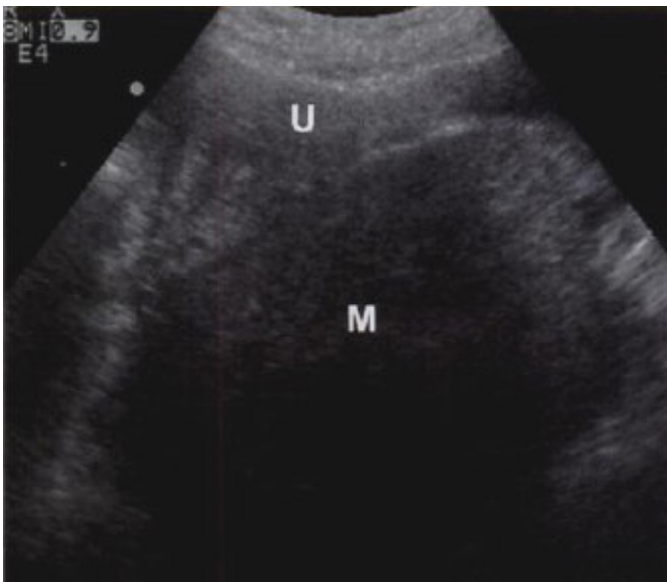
Fibroma. Ultrasonido muestra imagen que produce atenuación del sonido, desplazando anteriormente al útero.
